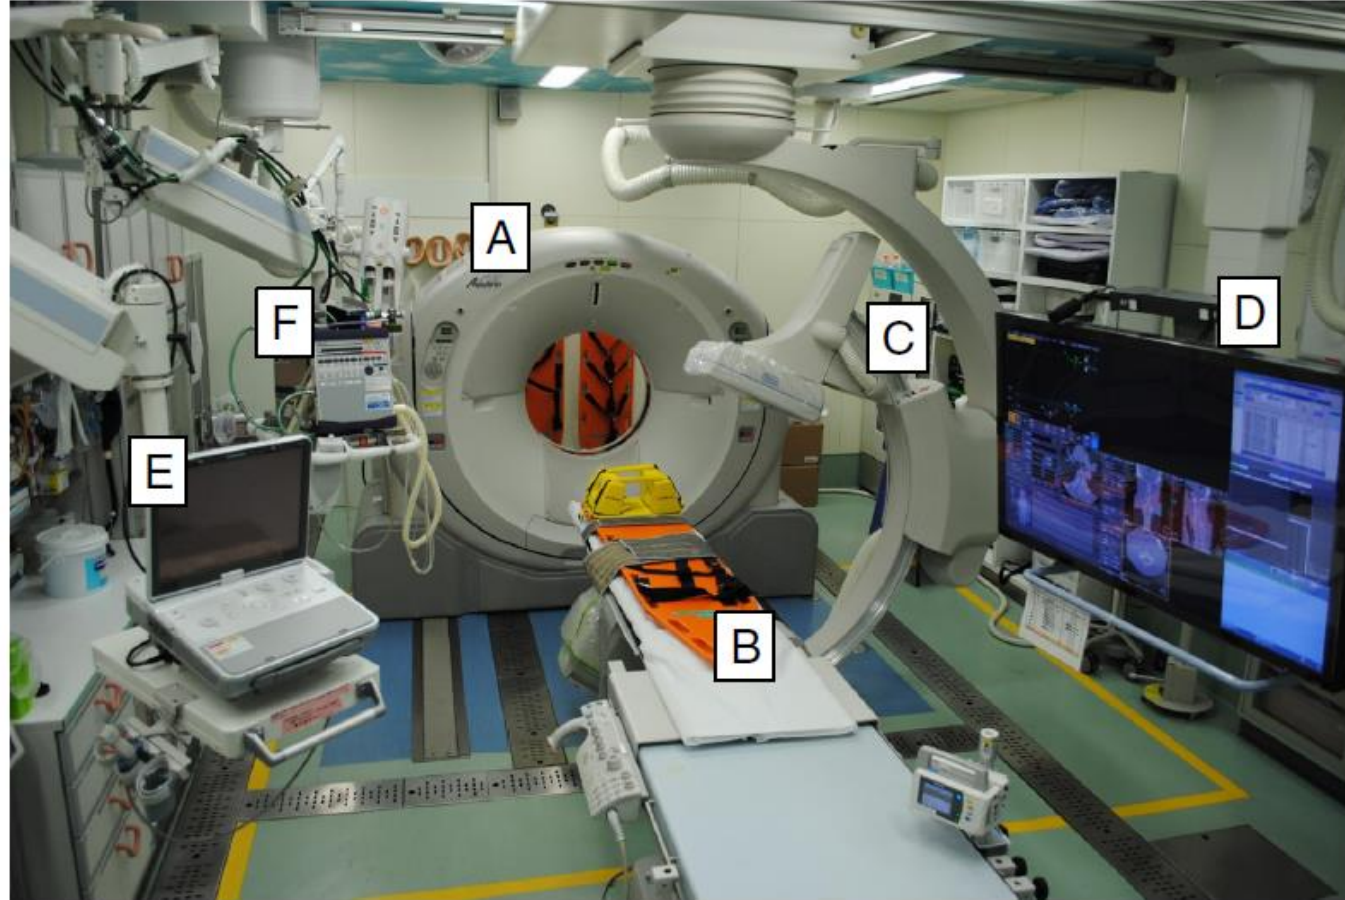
Photograph showing the IVR-CT system in our emergency room. All life-saving procedures including airway management, emergency surgery, and TAE can be performed on the table without relocating the patient. (A) sliding CT scanner, (B) CT examination and intervention table, (C) moveable C-arm, (D) 56-inch monitoring screen, (E) ultrasonography equipment, and (F) mechanical ventilator.
